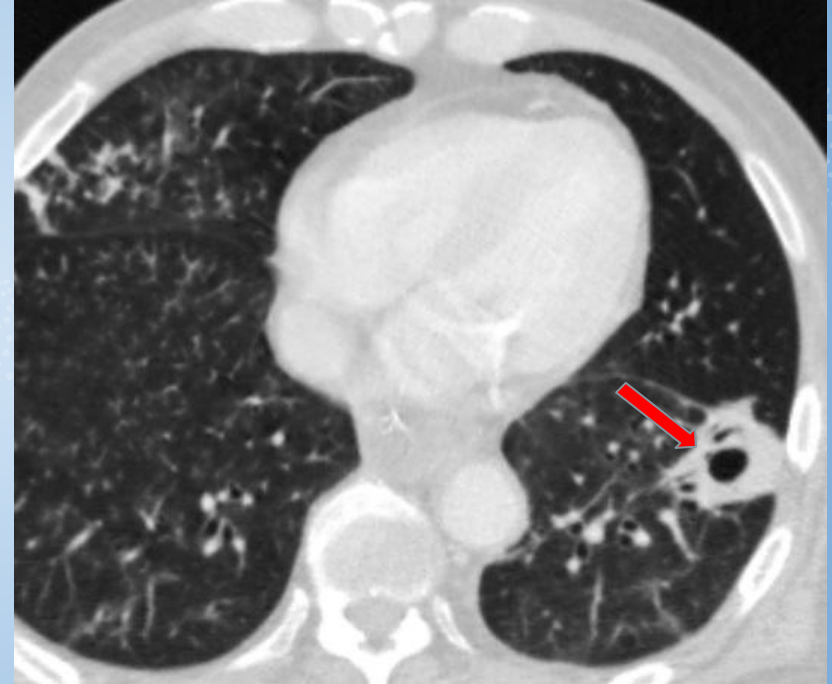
Tuberculosis. Tomografía de tórax ventana parenquimatosa: opacidad nodular cavitada en LII y nódulos en árbol en brote en LM (flecha roja).
